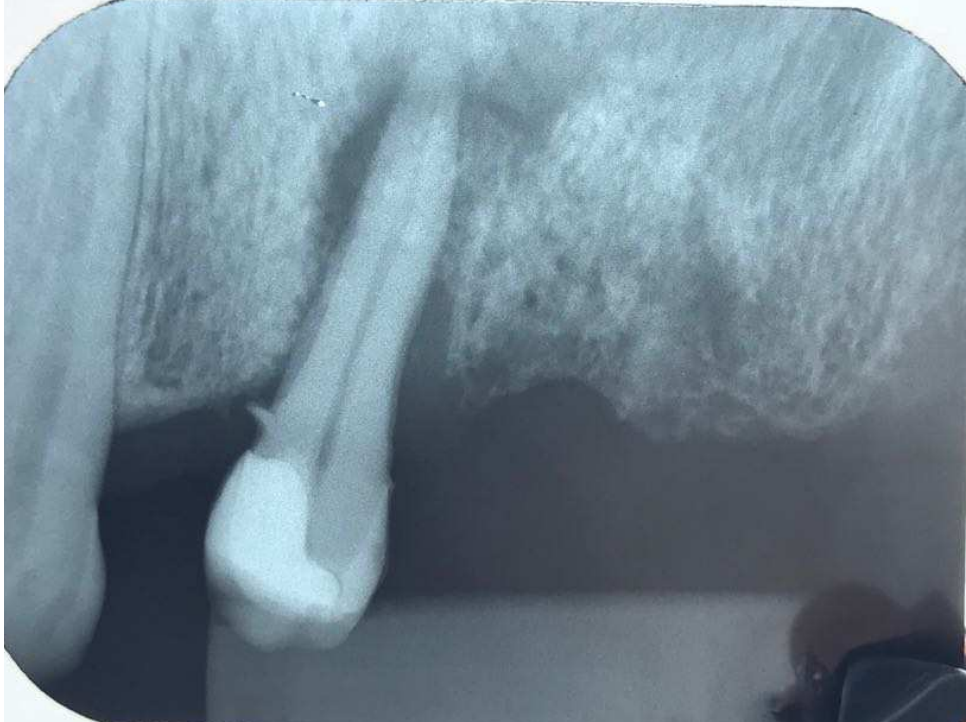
Radiografía periapical
